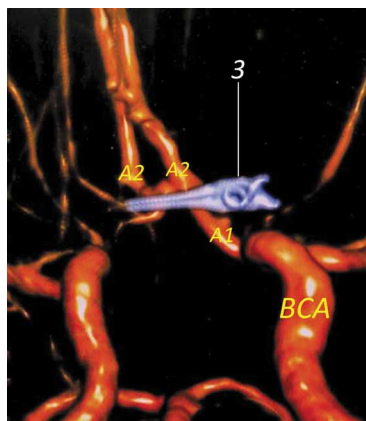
Интраоперационная, внутривенная, плоскодетекторная КТ-ангиография сосудов головного мозга после клипирования аневризмы передней соединительной артерии. 3 – сосудистый клипс; BCA – внутренняя сонная артерия; A1, A2 – сегменты передней мозговой артерии.
